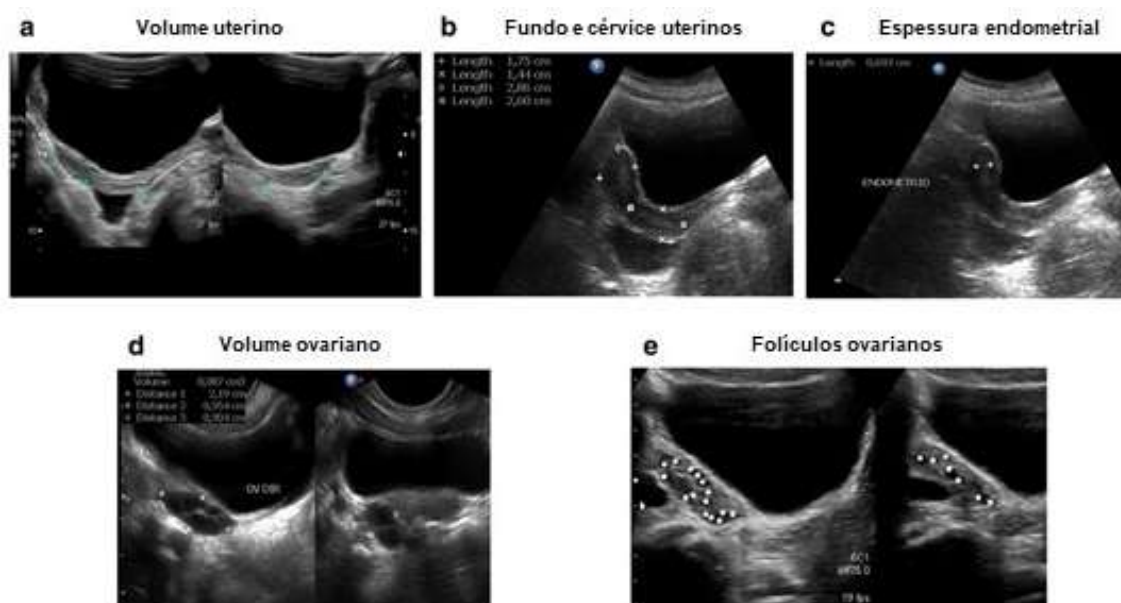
Ultrassonografia pélvica. a) Volume uterino; b) Diâmetro do fundo e cervice para cálculo da razão fundo/cervice; c) Espessura endometrial; d) Volume ovariano em menina pré-púbere; e) Ovário normal de menina púbere com folículos. *Adaptado de Cheuiche AV et al. Eur J Pediatr. 2021;180(10):3073-3087. (3)*
